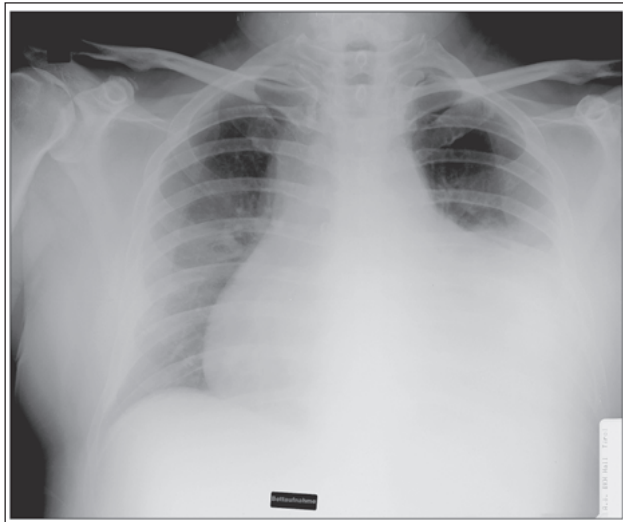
Thoraxröntgen vor Drainage
